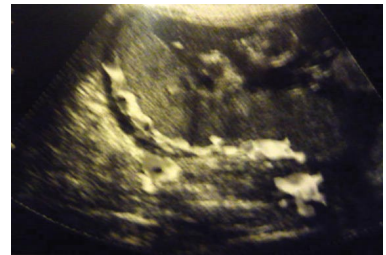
Zona retroplacentaria doppler. Cortesía Dr. Italo Coripuna.
